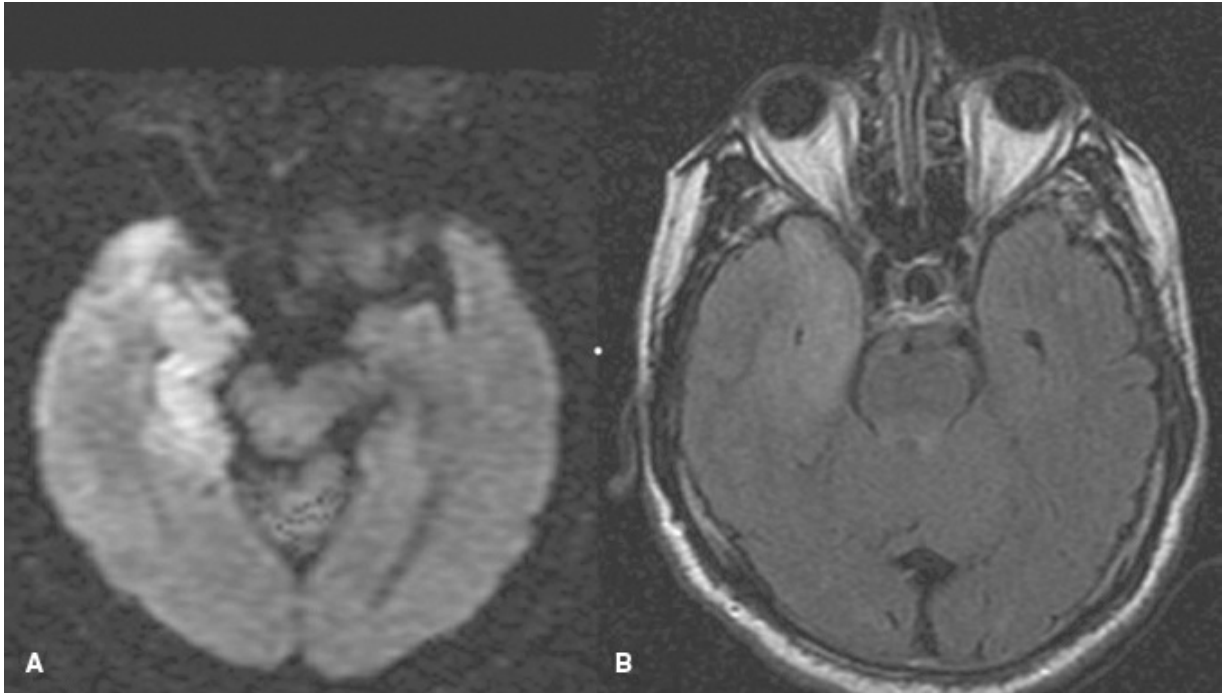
A: RMN axial ponderada por difusión. B. RMN axial en secuencia FLAIR.
